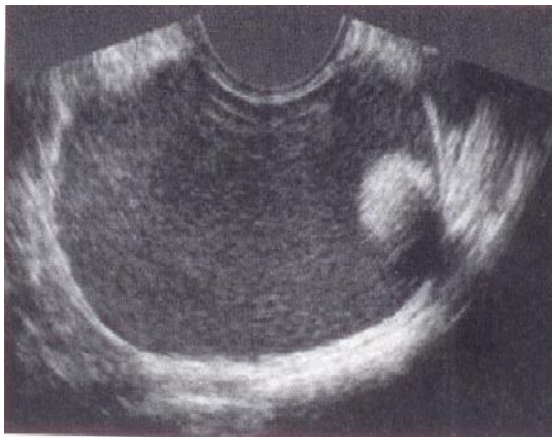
Aspect échographique d'un kyste dermoïde [47]
